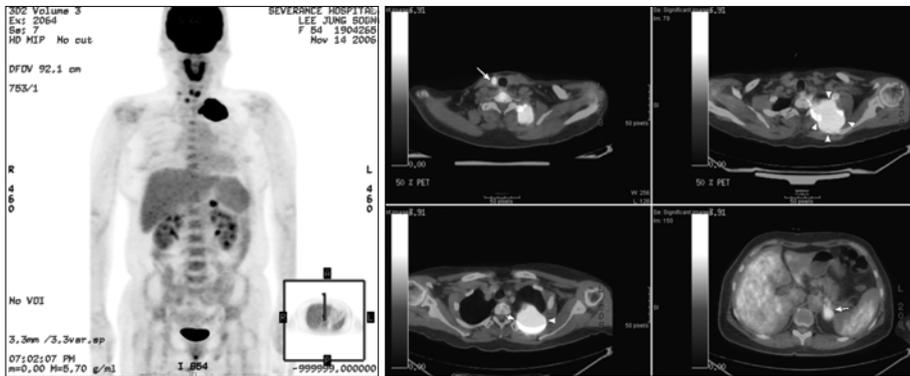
PET-CT whole body scan revealed that increased uptake in right lateral neck, left apical lung, left upper chest wall and left adrenal gland.
